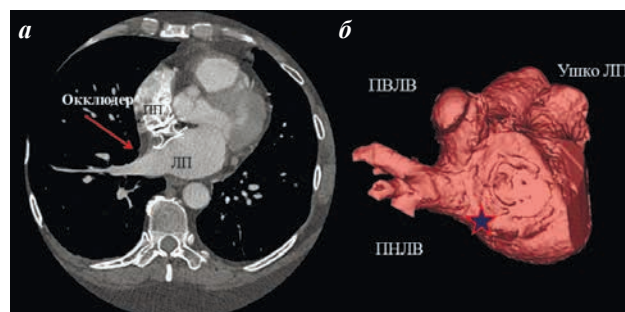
Аксиальный срез компьютерной томограммы (а) на уровне левого предсердия (ЛП) и межпредсердной перегородки (МПП) с визуализацией положения окклюдера и 3D-модель ЛП (б) со стороны МПП, визуализируется тень окклюдера; звездочкой обозначена зона нативной МПП, которая была выбрана для транссептальной пункции.
